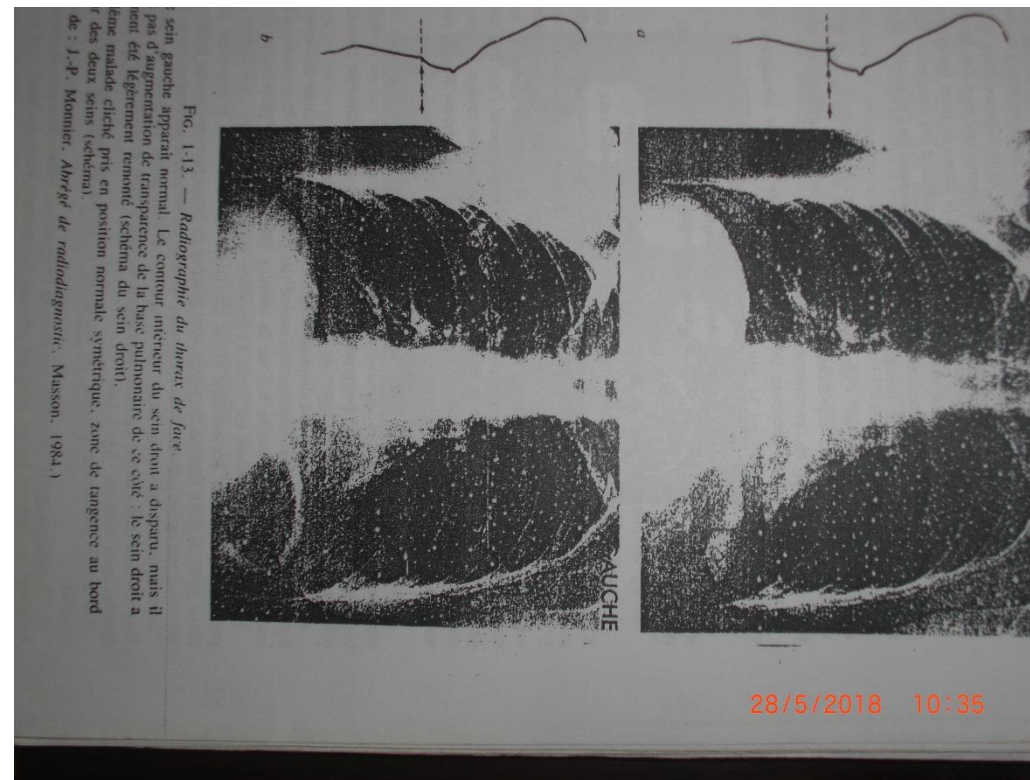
Radiographie du thorax de face.
